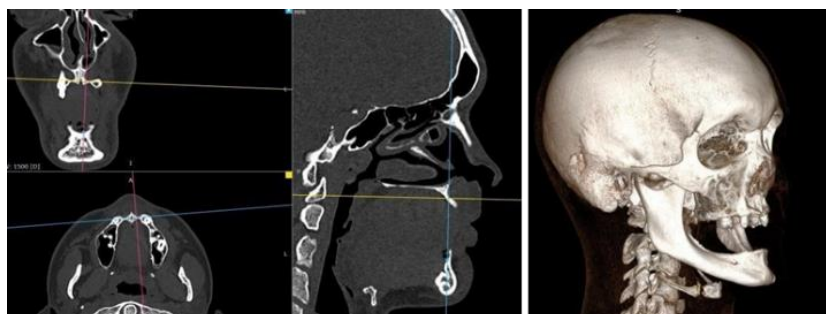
МСКТ пациента Е. при первичном обращении.
